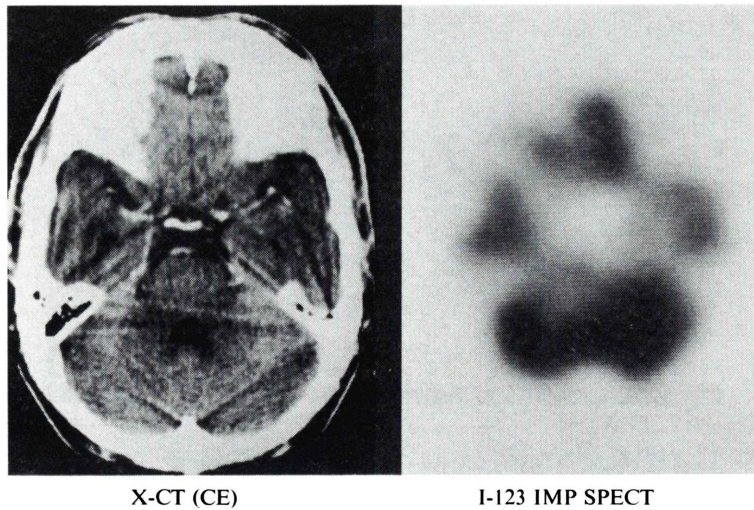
A case of vertebrobasilar insufficiency. Contrast CT scan shows no apparent abnormality in the pons. Pontine visualization: Grade 1. CE: contrast enhanced.
